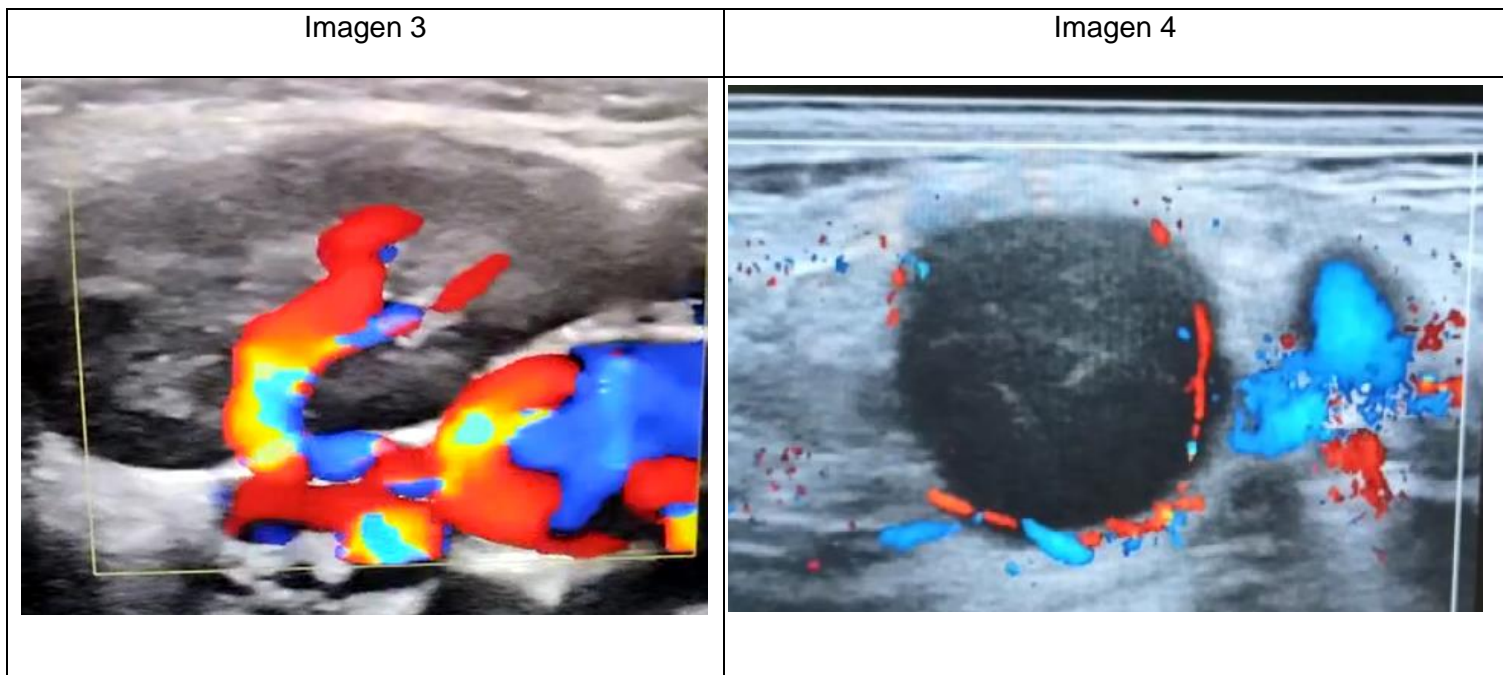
Doppler color con aumento de vascularización de linfangioma.
